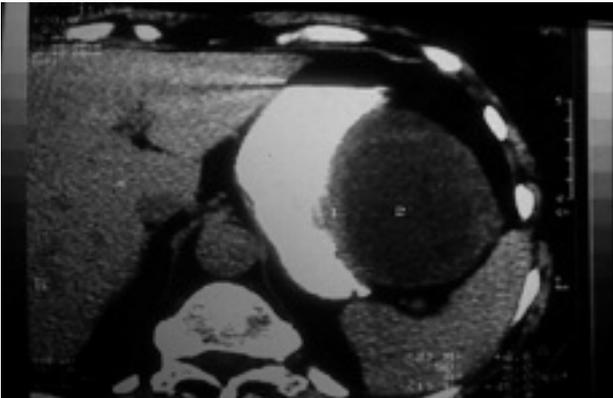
GIST gastrico c-kit-positivo: la TC mette in evidenza una formazione ovale, del diametro massimo di 11 cm, ad ampio impianto sulla parete della grande curvatura gastrica, a sviluppo prevalentemente esofitico, a limiti piuttosto netti. Tale formazione presenta una porzione periferica con la densità dei tessuti molli e un'ampia area centrale a densità solido-liquida e parzialmente sedimentata.
